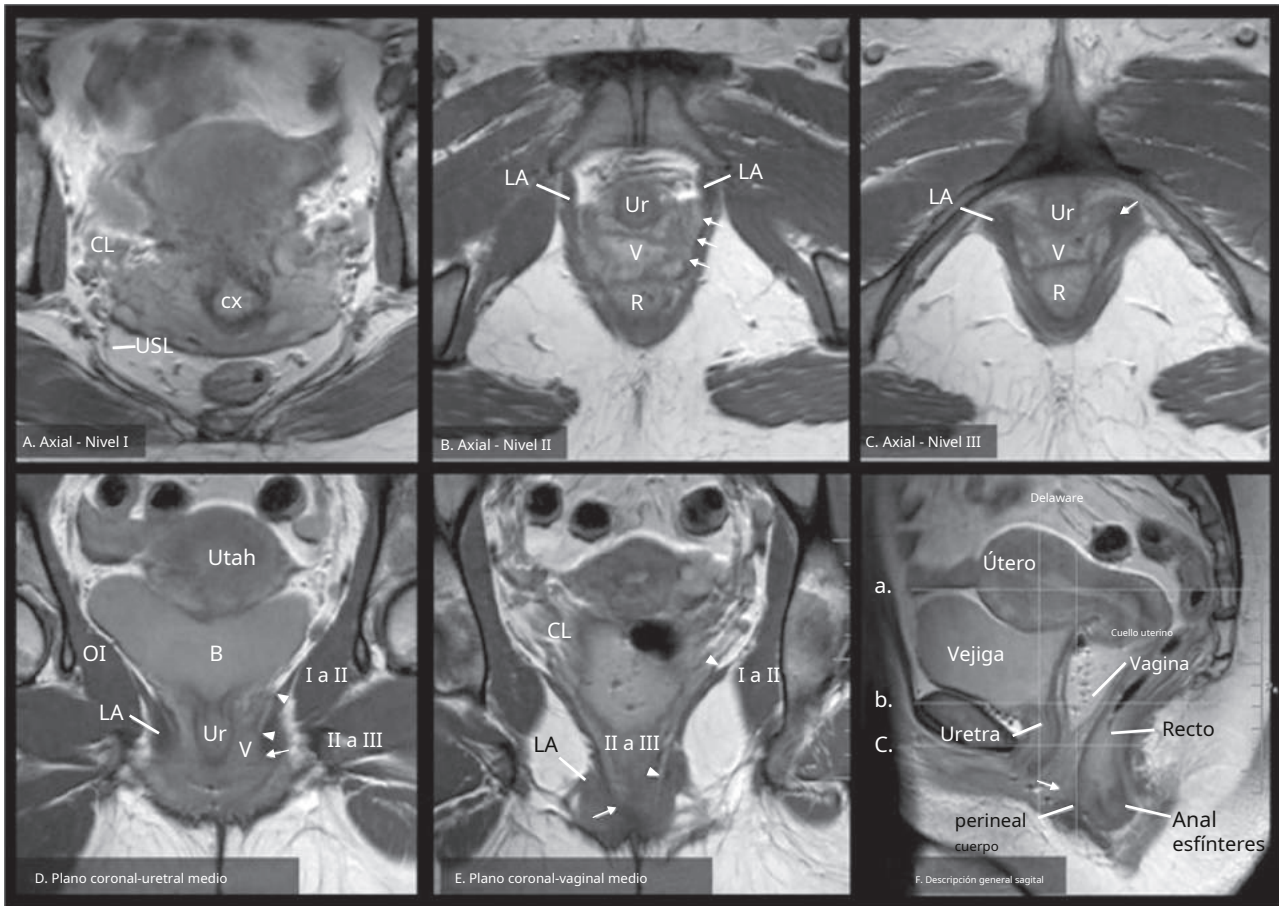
Características de la resonancia magnética de los niveles de soporte. Imágenes de densidad de protones potenciadas en T2 en reposo; planos ortogonales. Se han indicado características bilaterales en un lado para que el otro lado pueda verse sin marcar. La primera fila contiene exploraciones axiales en los niveles I, II y III. A, Nivel I: son visibles las estructuras de soporte apicales conocidas como ligamentos cardinales y uterosacros. B, Nivel II: la vagina puede identificarse adyacente al músculo elevador del ano, pero con un borde distinto entre estas dos estructuras (flechas blancas). C, Nivel III: pérdida de separación entre la vagina y los músculos elevadores del ano donde se fusionan con la vagina (flecha blanca). La segunda fila muestra dos planos de exploración coronal (Dymi), así como un plano de exploración sagital (F) para orientación. D, Exploración coronal mediouretral: puntas de flecha blanca muestran la transición entre los niveles I y II donde la vagina hace contacto con la pared pélvica y los niveles II y III donde la vagina se fusiona con el elevador. Flecha blanca muestra la pérdida de separación. E, Exploración coronal mediovaginal: los ligamentos cardinales son visibles y se puede identificar la transición entre los niveles I y II, así como entre los niveles II y III; Se muestra la fusión del elevador y la vagina. Puntas de flecha blanca muestran la transición entre los niveles I y II donde la vagina hace contacto con la pared pélvica y los niveles II a III donde la vagina se fusiona con el elevador. Flecha blanca muestra la pérdida de separación. Exploración sagital: se puede ver el cuerpo perineal donde se fusiona con la vagina distal (flecha). Las ubicaciones de los otros aviones están indicadas por líneas punteadas. Utah, Útero; B, vejiga; LA, músculo elevador del ano; Ur, uretra; V, vagina; CL, ligamento cardinal; USL, ligamento uterosacro; cx, cuello uterino; R, recto; OI, músculo obturador interno. (De Huebner M, DeLancey JOL. Niveles de soporte del suelo pélvico: ¿cómo se ven en la resonancia magnética? *Int Urogynecol J*. 2019;30:1593. Con permiso.)
